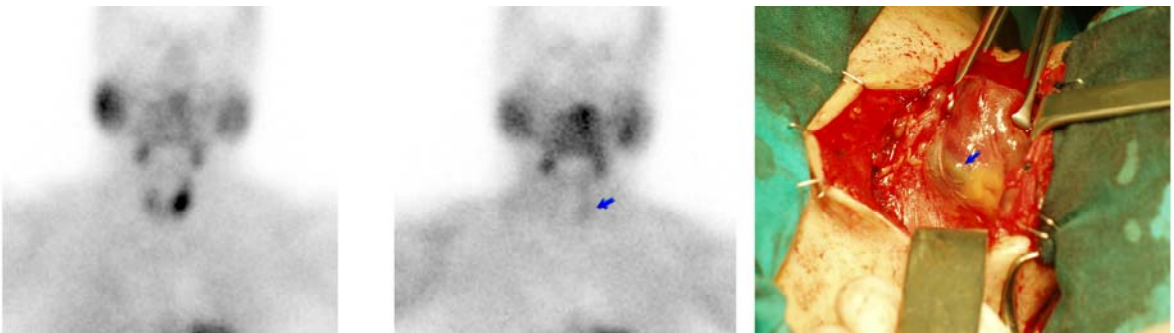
Adenoma intratiroideo. Gammagrafía con TC99m-SESTAMIBI y correlación con hallazgos quirúrgicos
